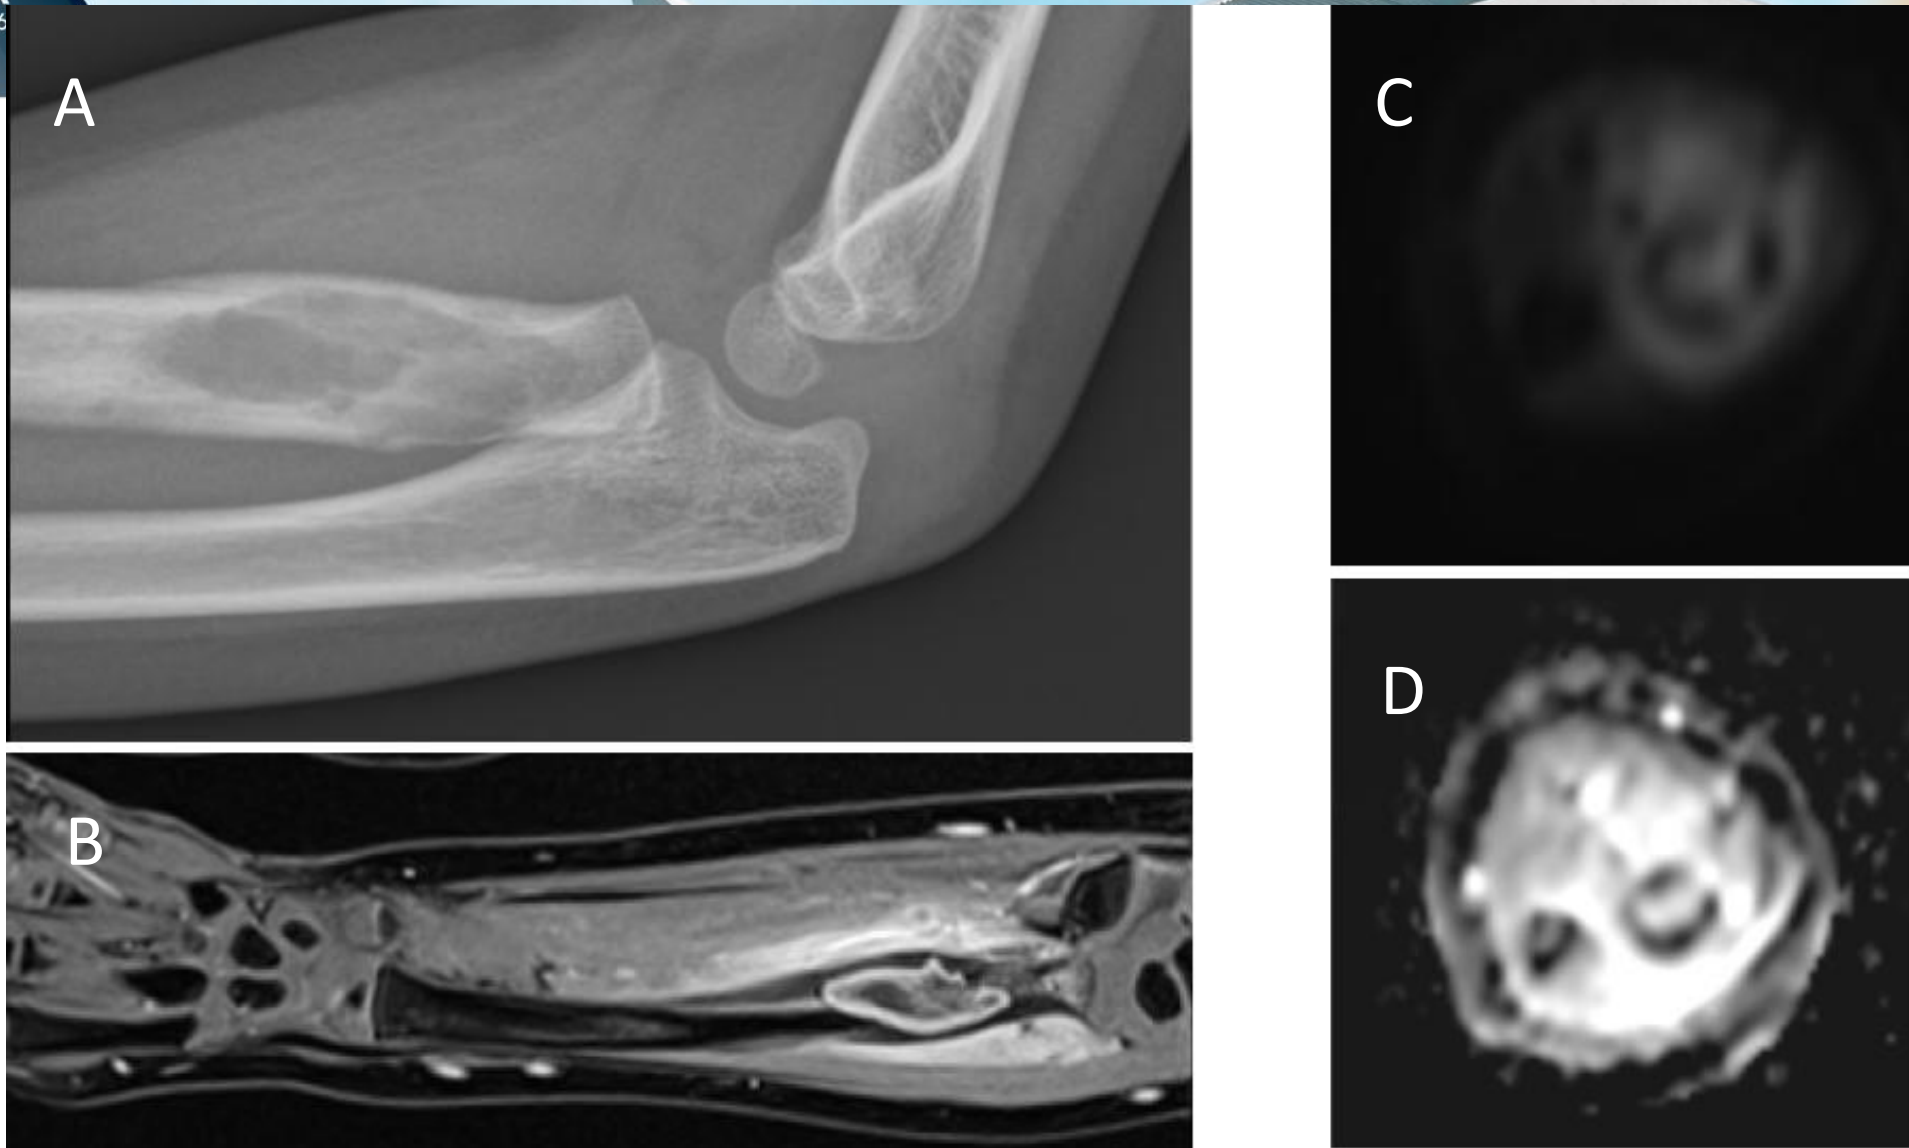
A) Radiografía de codo en la se observa una lesión lítica de la cabeza del radio. B) RM con contraste en la que la lesión presenta una captación periférica. C) y D) RM en la que se observa restricción en la difusión. Ante estos hallazgos se plantea diagnóstico diferencia con Sarcoma de Ewing.
